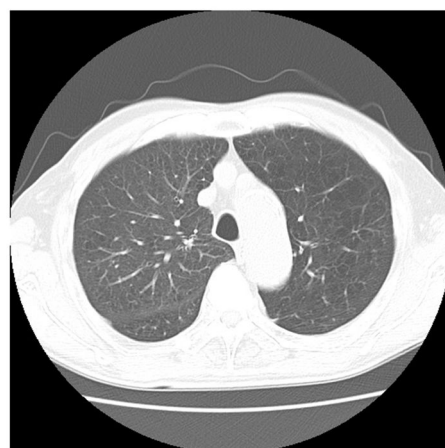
図 1 症例の CT 画像（大動脈弓部）
